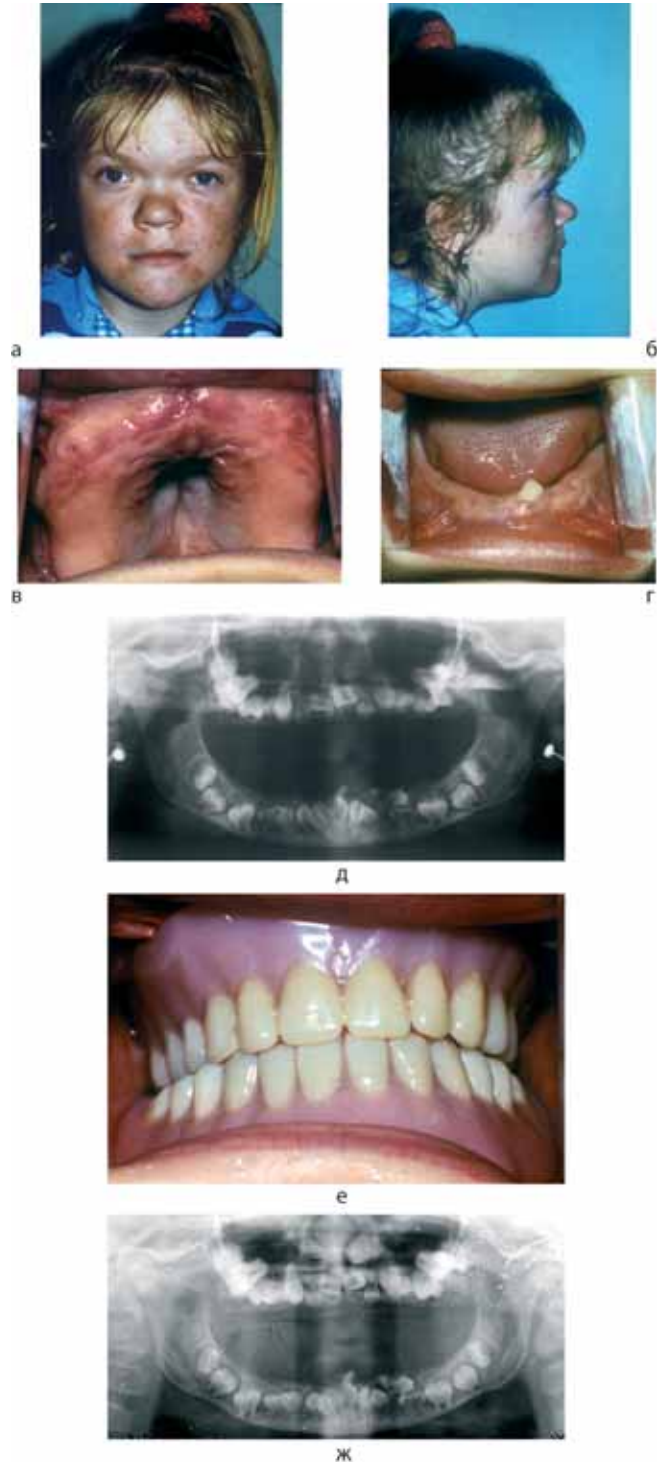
Фото пациентки Н-ко О., 14 лет, больной хондродистрофией: фас (а), профиль (б) лица, состояние верхней (в) и нижней (г) челюсти, ортопантомограмма до лечения (д) и через два года (е), состояние полости рта после зубного протезирования полными съемными протезами (ж)
